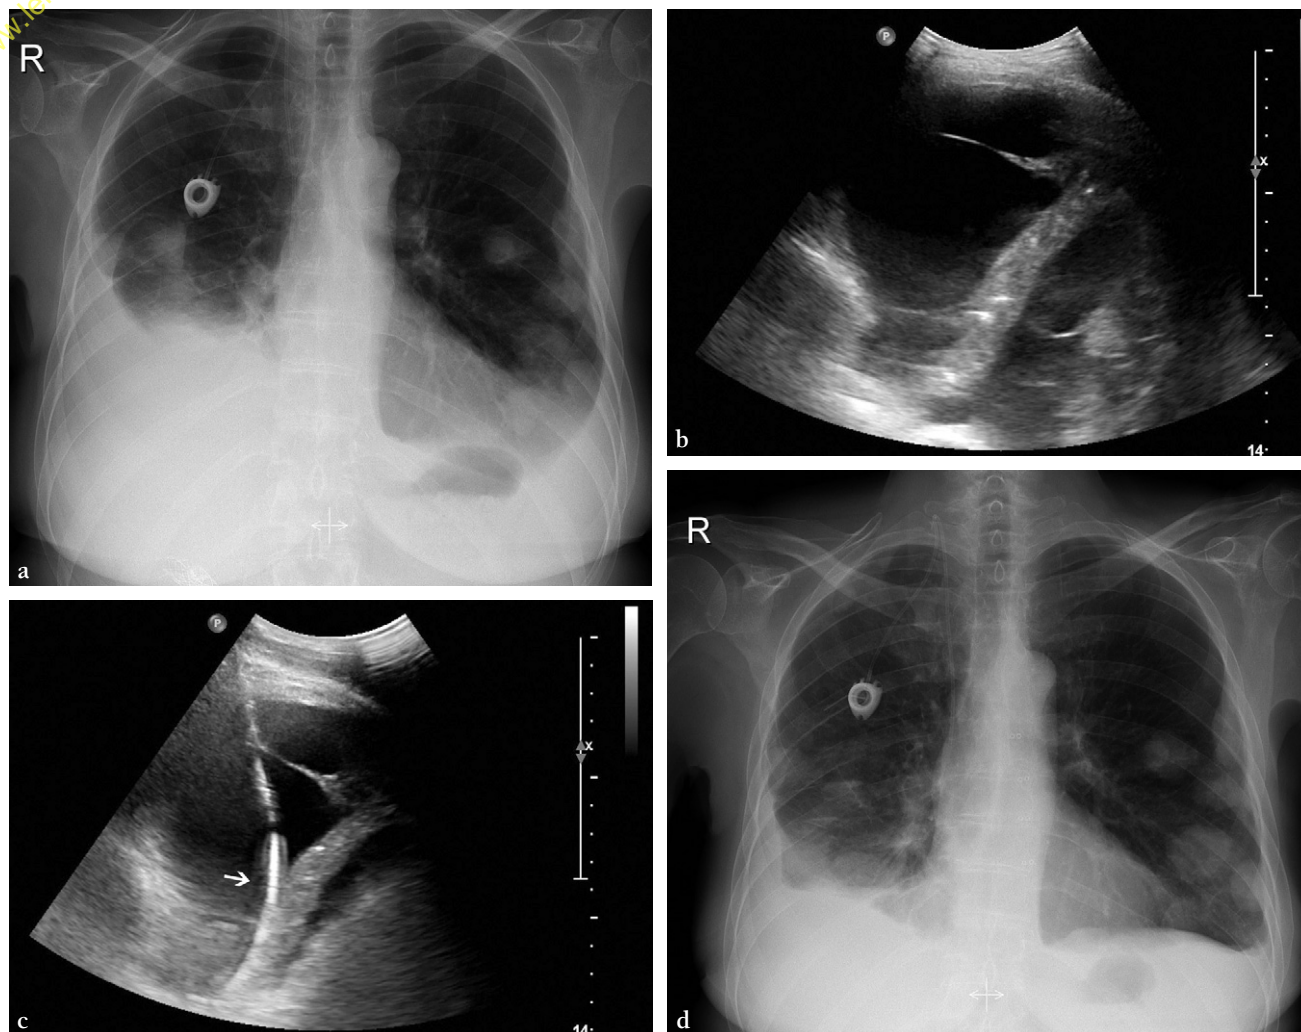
Drainage d'un épanchement pleural malin sous contrôle échographique.
